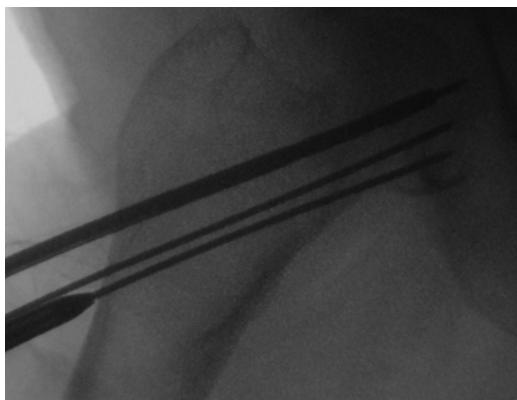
Интраоперационная рентгеноскопия, отклонение спиц от первоначальной оси.
